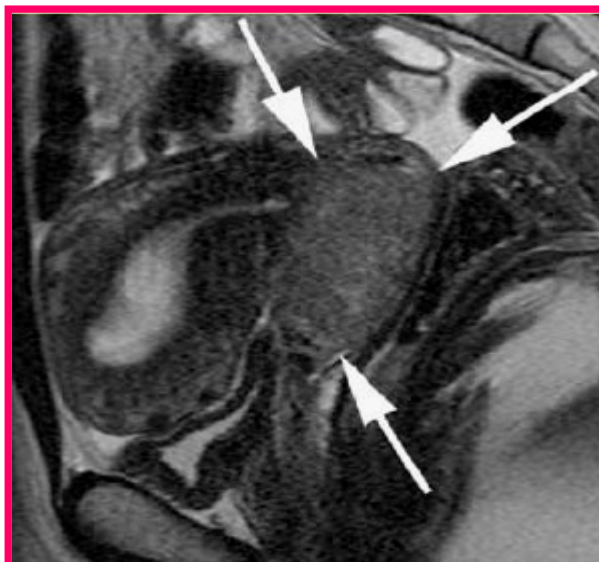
IRM coupe sagittale T2 Axial T2 perpendiculaire au col : Lésion cervicale en hypersignal T2 modéré intéressant l'ensemble du col utérin.
